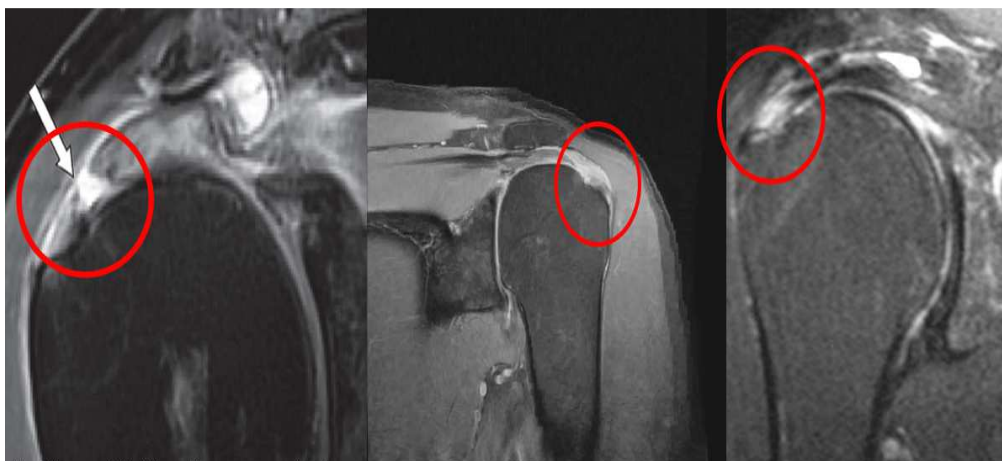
Différentes images IRM visualisant des ruptures de la coiffe des rotateurs
